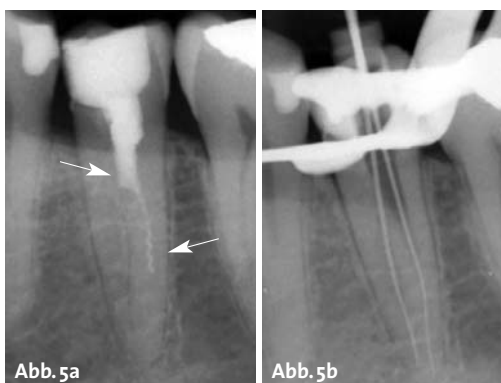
Zahn 35 zeigt eine unvollständige Wurzelfüllung, welche abrupt auf halber Wurzelhöhe endet. Die Kanalstruktur teilt sich hier in zwei separate Kanalsysteme auf. In dem anbehandelten Kanalsystem ist ein Instrument frakturiert. – Abb. 5b: Nach Revision und Fragmententfernung erfolgte eine Röntgenkontrastaufnahme zur Überprüfung der Lage und Beziehung der einzelnen Kanalsysteme.
